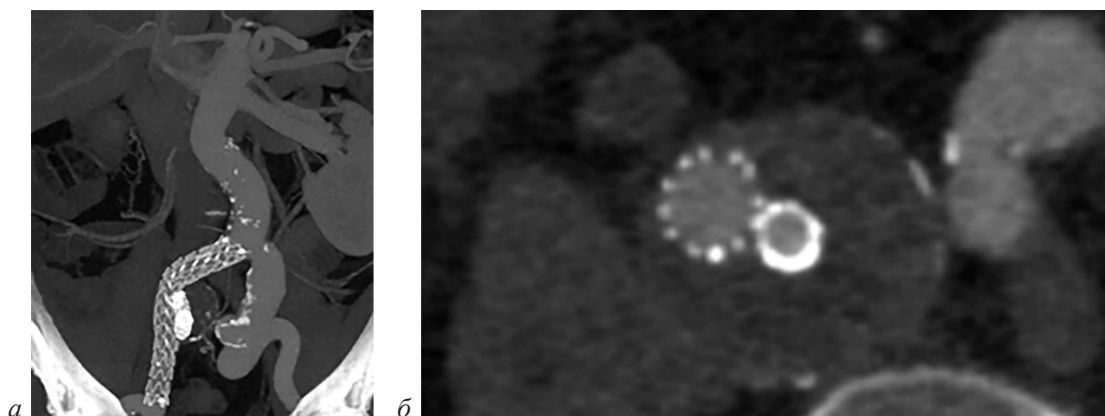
Контрольная МСКТ-аортография через 1 мес после вмешательства, фронтальный (*а*) и аксиальный (*б*) срезы
